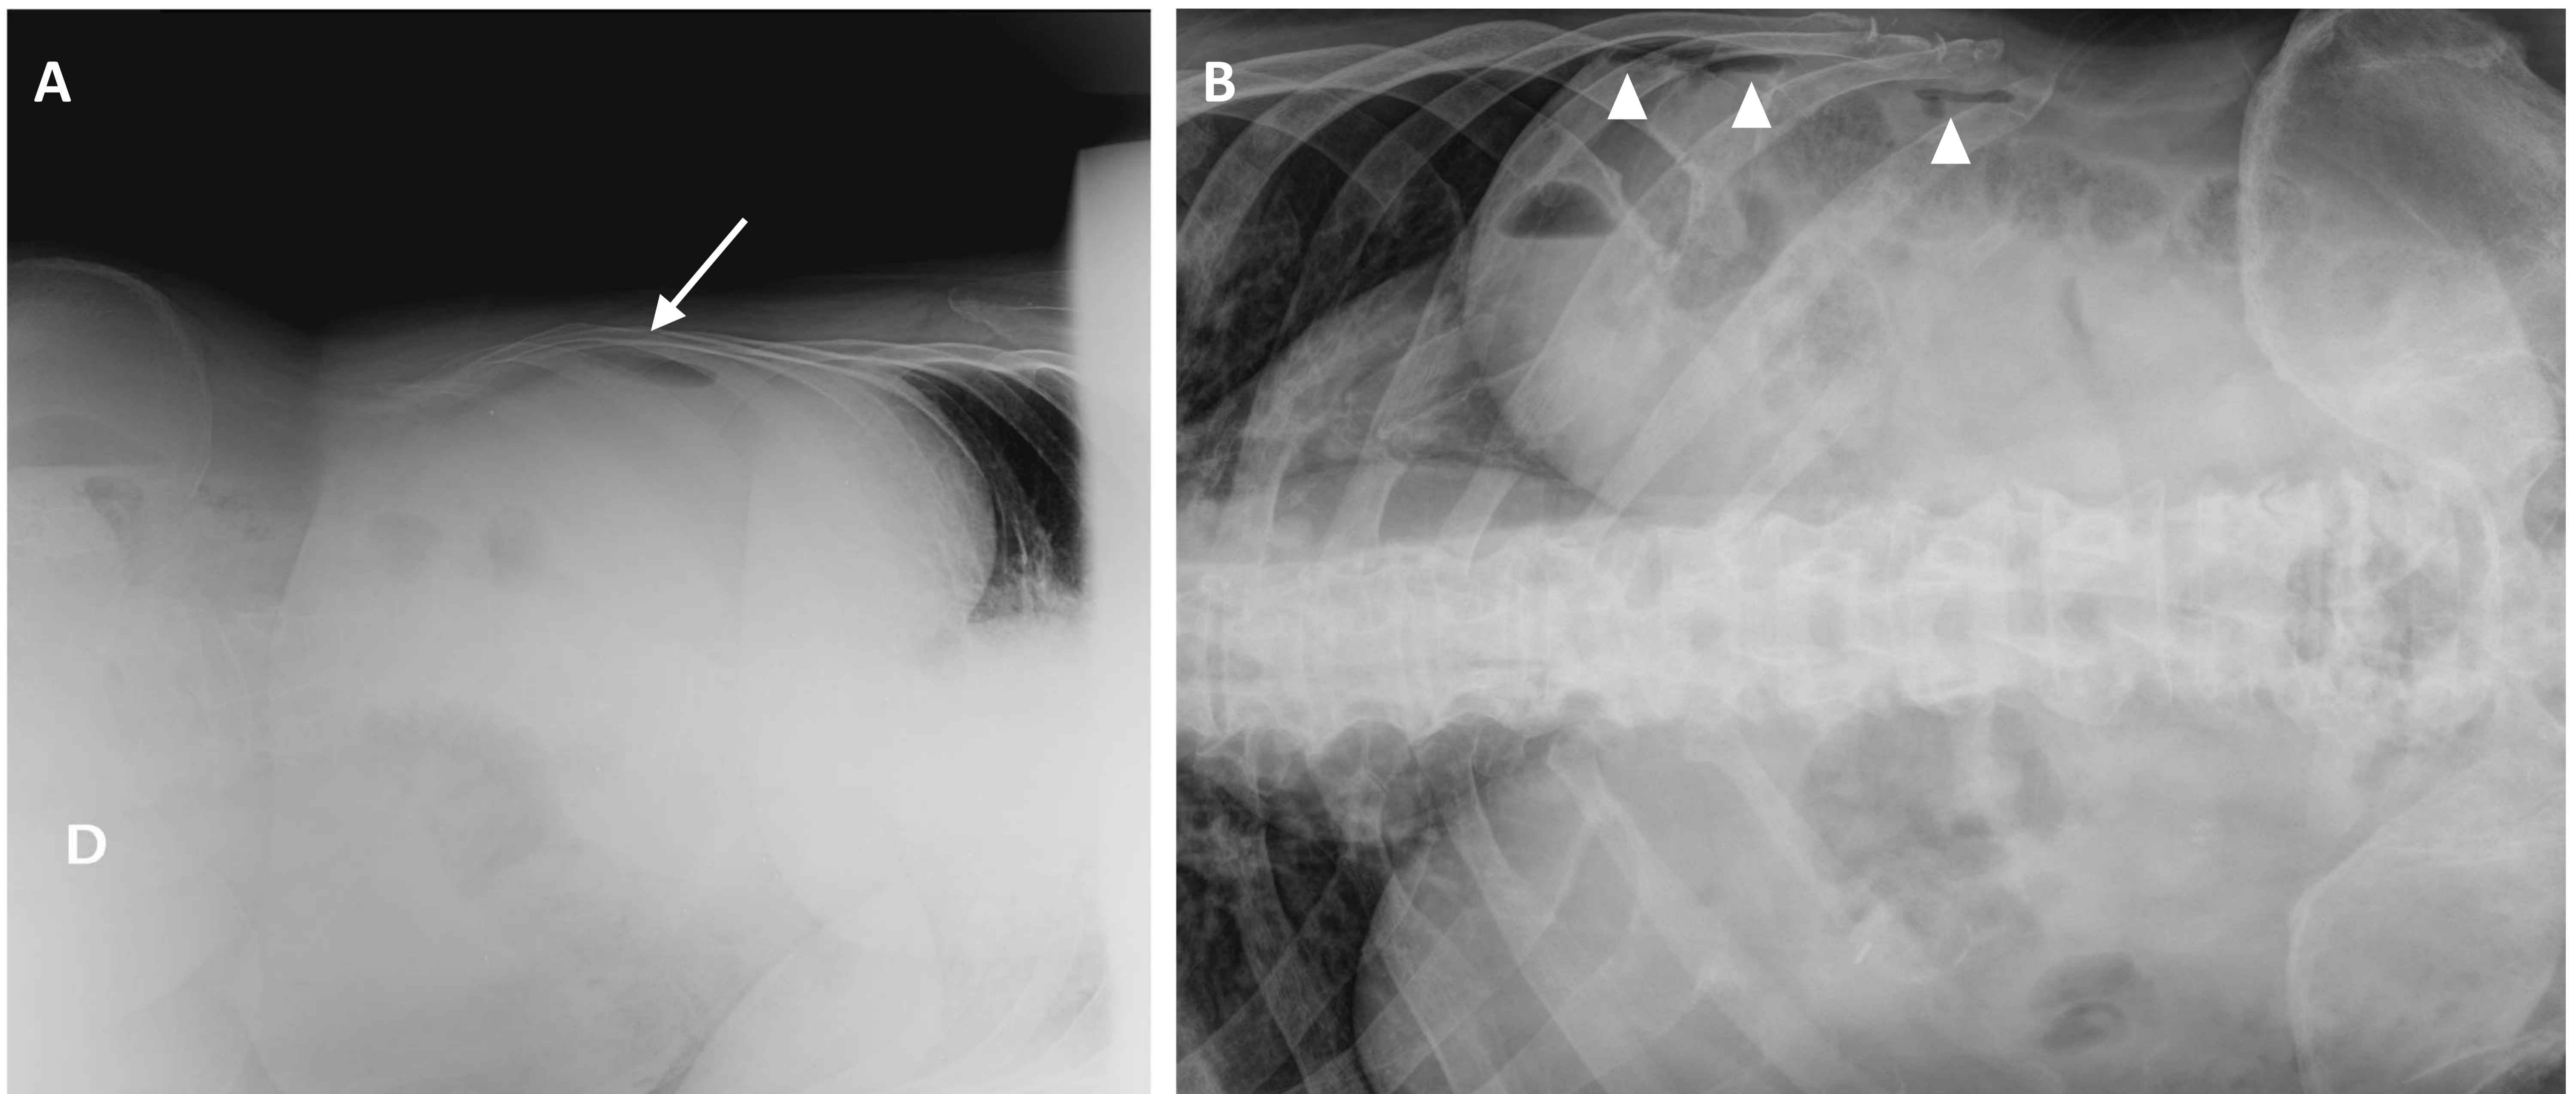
Neumoperitoneo. Radiografía de abdomen en decúbito lateral izquierdo (A) en la que podemos observar una colección de gas intraperitoneal, en situación antigravitatoria, que se interpone entre el borde lateral hepático y la pared abdominal (flechas). Radiografía de abdomen en decúbito lateral derecho (B) en la que podemos observar imágenes de similares características (puntas de flecha), que no se identificaron en una primera evaluación, demostrándose neumoperitoneo en TC abdominal posterior.
